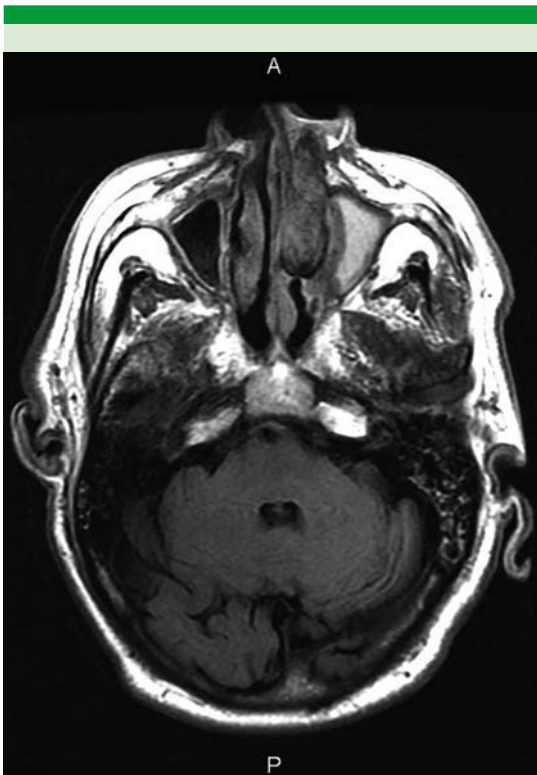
Resonancia magnética con imagen heterogénea hipointensa que afecta la fosa nasal izquierda, el antro maxilar izquierdo y las celdillas etmoidales, aparentemente sin reforzamiento del tumor al medio de contraste.
